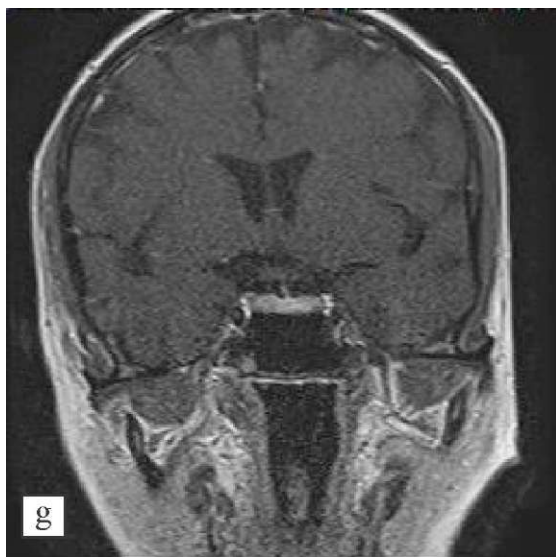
(e-h). Отражают динамику сканирования в фронтальном сечении через гипофиз на уровне ножки через каждые 15 секунд, толщиной срезов 3 мм (сверхпроводящий магнитный томограф - «Тошиба -Титан» -1,5 Т). На сканах показано последовательное поступление контраста в переднюю долю гипофиза, подчеркнут гипointенсивный участок в правом крыле гипофиза и отсутствии накопления парамагнетика в микроаденоме на первых минутах.
